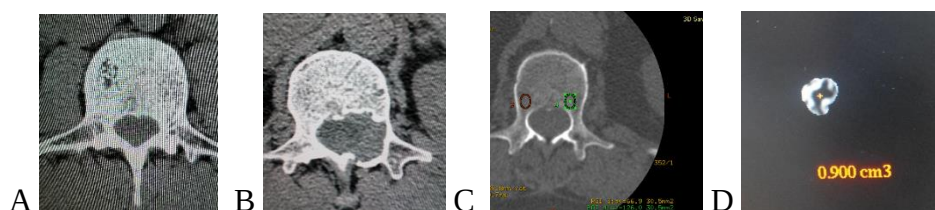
CT lombară pre- operatorie A, B, C, D. A- secțiune axială hemangiom L1; B- secțiune axială a procesului osteolitic L1 a arcului posterior stânga; C- secțiune axială a vertebrei afectate cu calcularea osteodensității în baza CT cu abord unipedicular; D- volumul de PMMA necesar pentru VTP în baza CT 3 D reconstrucție.
